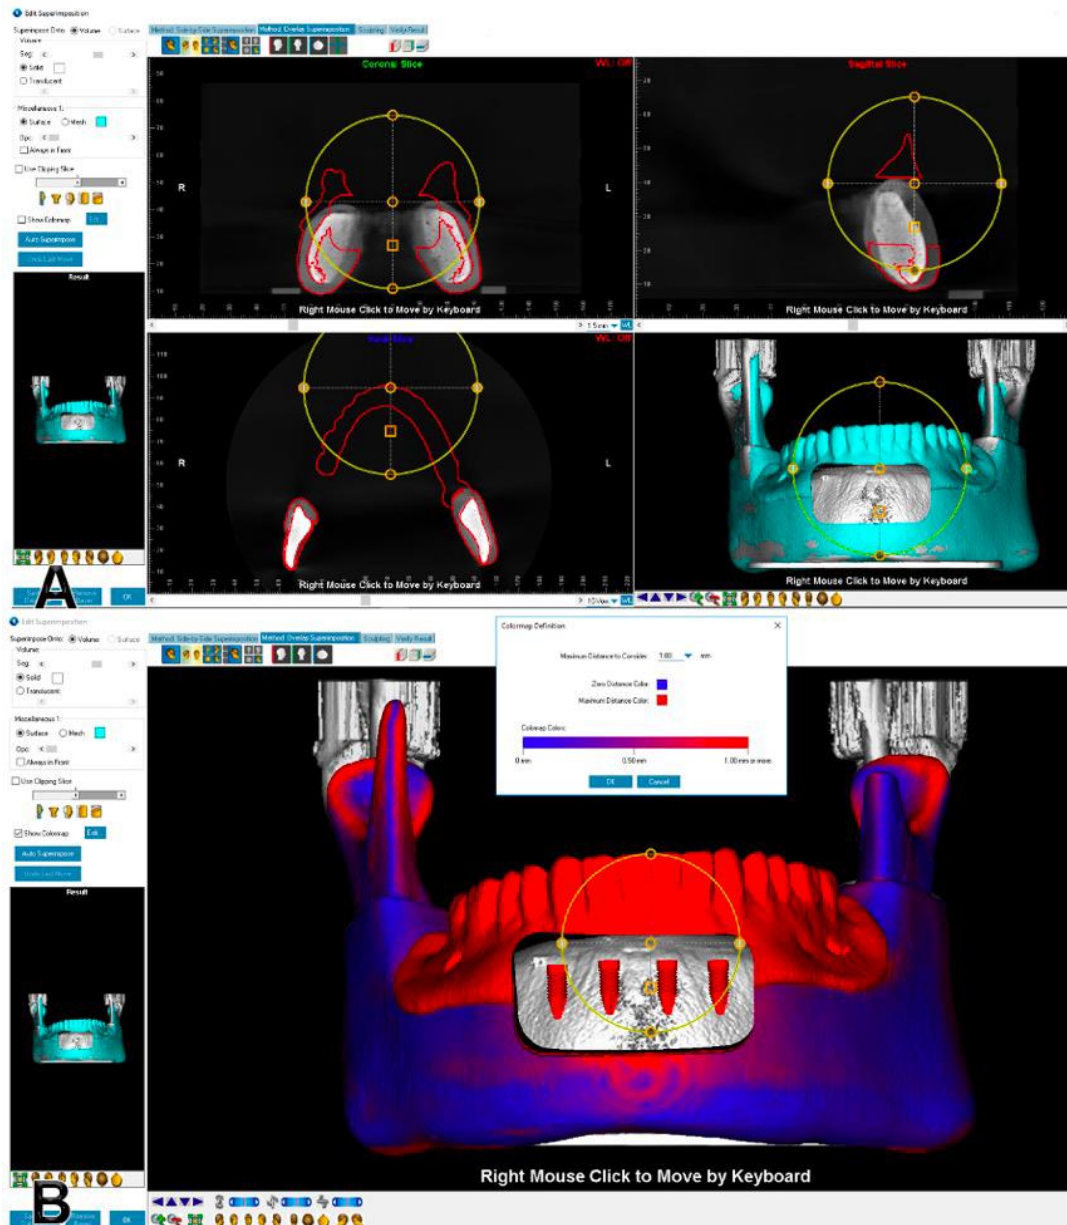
(A) Sobreposição da imagem em formato STL na tomografia mediante a ferramenta overlay superimposition o software dolphin (Dolphin Imaging & Management Solutions California, USA) utilizando apenas tecidos duros, excluindo a imagens dadas pelos implantes dentários, (B) validação da acurácia do sistema mediante escala colorimétrica do mapa de colisões, realizado por dois operadores em tempos diferentes.
